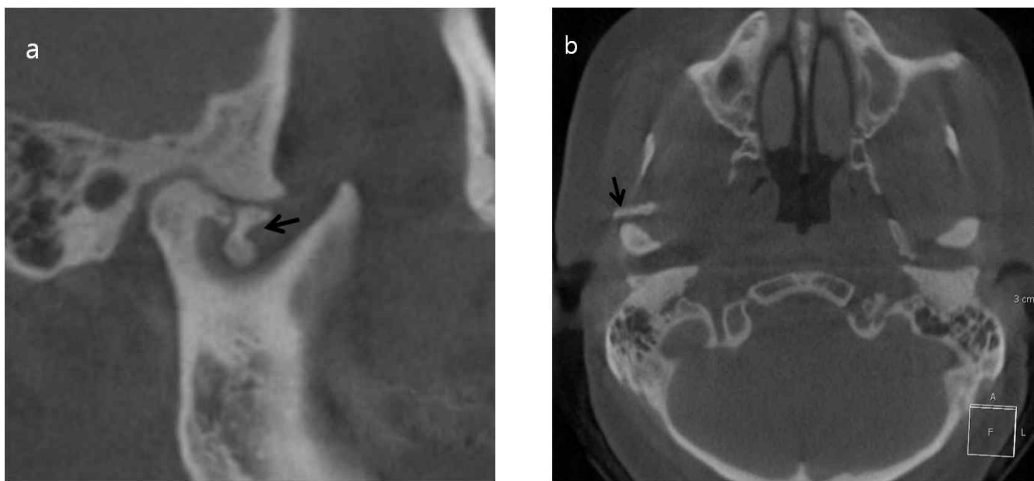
On CBCT view, was found remarkable bony spur, sclerosis and irregularities on condyle of Rt mandible and isolated bony particles at the anterior of condyle of Rt mandible. a: CBCT axial view, b: CBCT coronal view, c: CBCT sagittal view.
